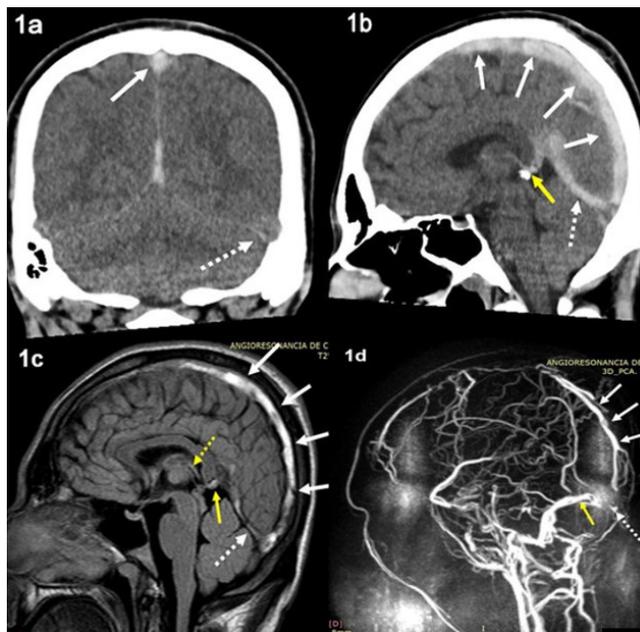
Imagen de TAC coronal que muestra hiperdensidad del seno longitudinal superior (77 uh) (flecha blanca continua) y el seno recto comparado con los senos transversos (44 uh) (flecha blanca discontinua). Figura 1b. Imagen sagital de TAC que muestra trombosis de los dos tercios posteriores del seno longitudinal superior (flechas blancas continuas), el seno recto (flecha blanca discontinua) y la vena de galeno (flecha amarilla). Figura 1c. Imagen sagital T2W Flair que muestra una trombosis subaguda de los dos tercios posteriores del seno longitudinal superior (flechas blancas continuas), el seno recto (flecha blanca discontinua), la vena de galeno (flecha amarilla continua) y la vena cerebral interna (flecha amarilla discontinua). Figura 1d. Secuencia de Angioresonancia de fase contraste reconstrucción tridimensional que muestra trombosis del seno longitudinal superior (flechas blancas continuas), la tórula (flecha blanca discontinua) y el seno recto (flecha amarilla).
